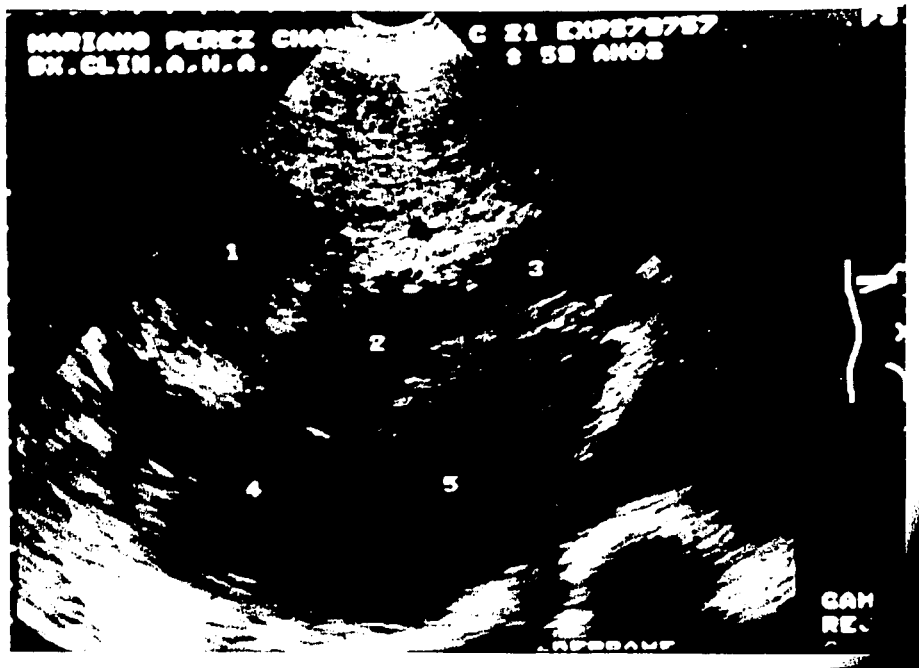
Ultrasonido hepático muestra abscesos múltiples de etiología amibiana en diferentes estadios de evolución.
